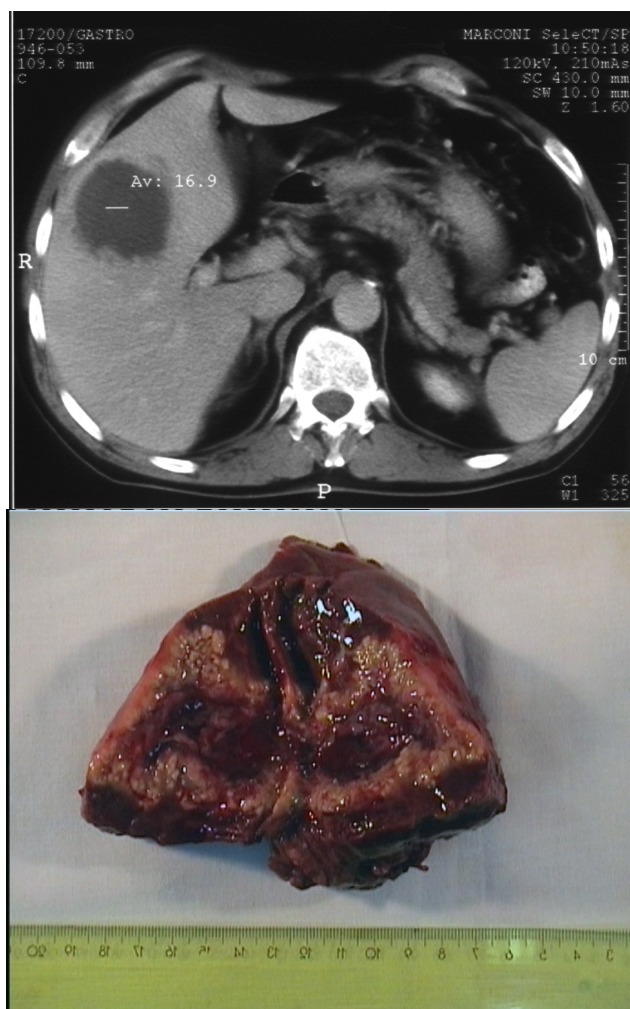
CT – Tumora inflamatorie abcedata segm. V – Piesa de hepatectomie atipică segm. V
